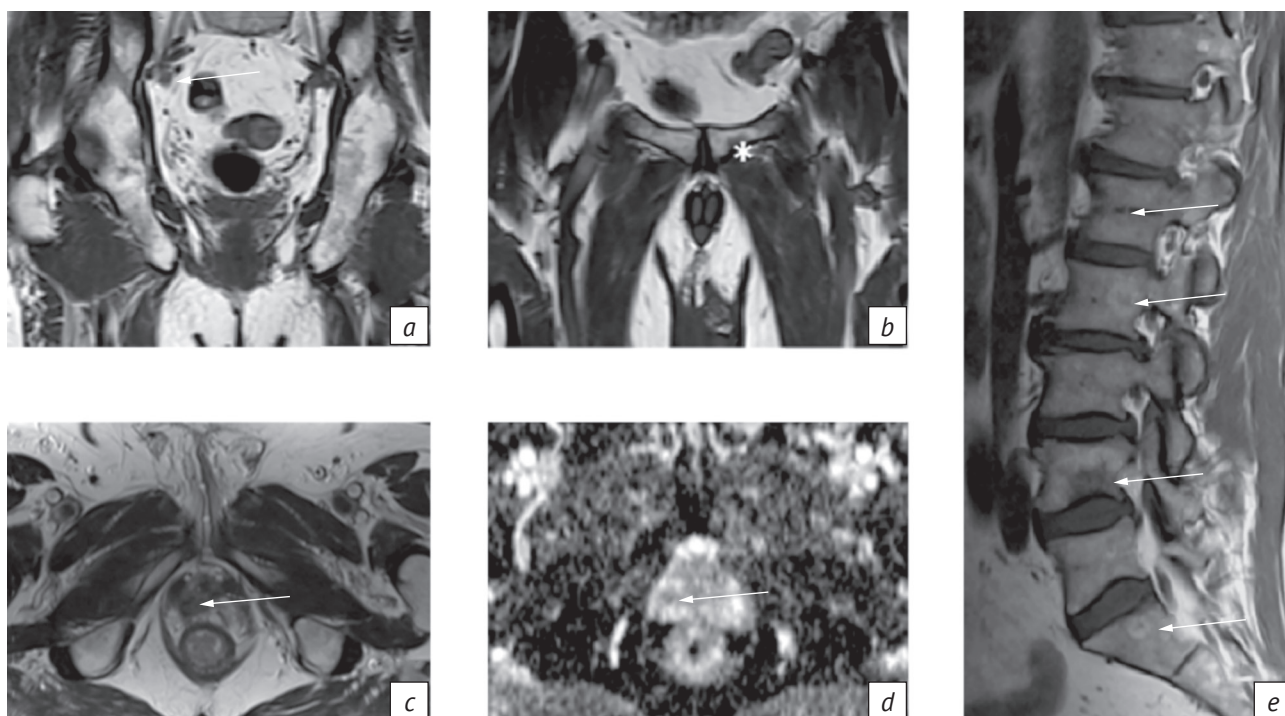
МРТ предстательной железы через 3 мес после андрогенной депривационной терапии:
